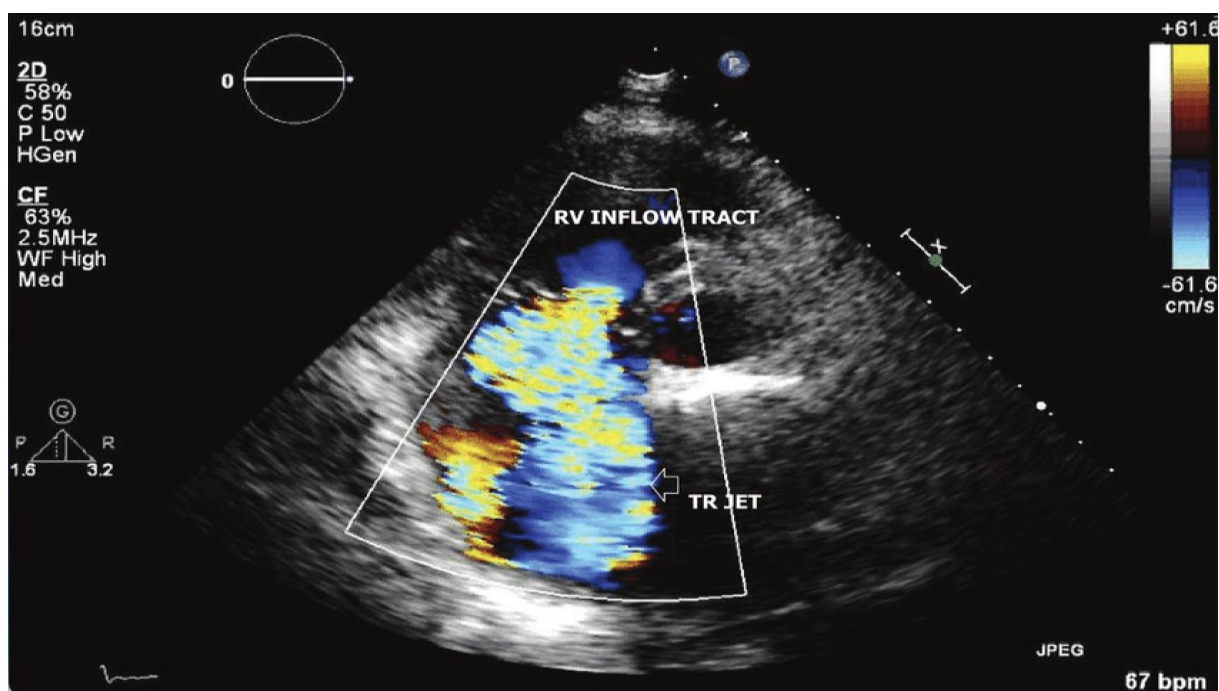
Visualisation échocardiographique d'une insuffisance tricuspidale en coupe court long axe modifiée
